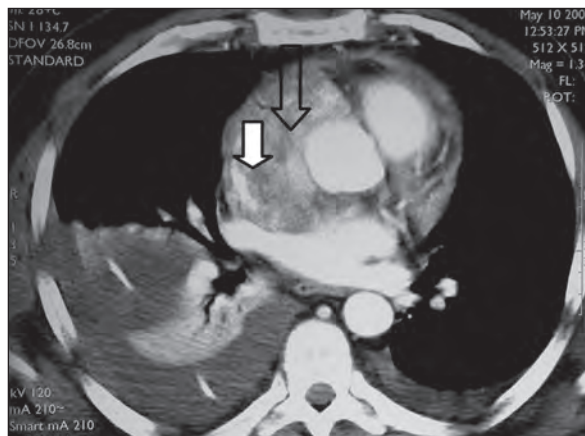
Angiotomografía computarizada de tórax con lesión sólida extensa (flecha transparente), con refuerzo heterogéneo con contraste. Se observa infiltración difusa de la pared de la aurícula derecha, reducción de la luz, compresión de la vena cava superior aún permeable (flecha blanca) y compromiso de la aorta ascendente. Las imágenes sugieren una afección maligna.
